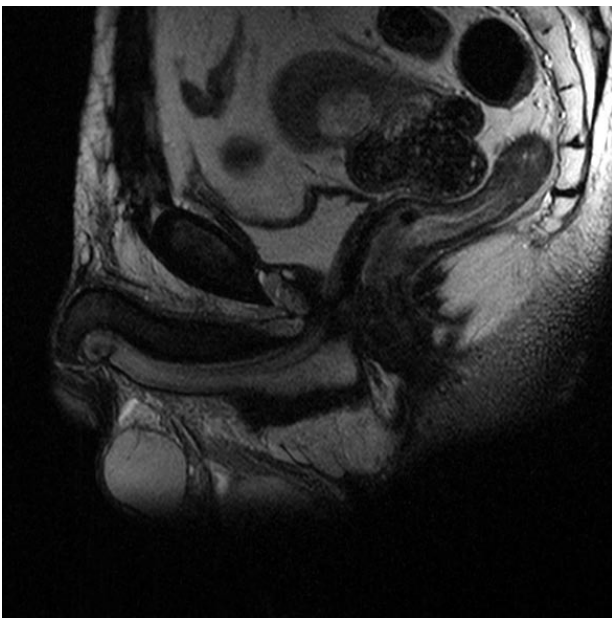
Resonancia magnética. Plano sagital preoperatorio.
